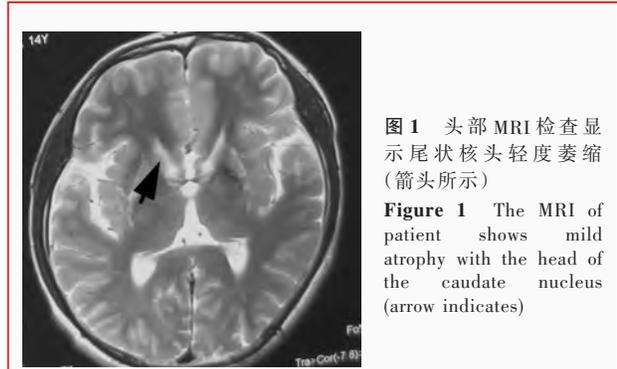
头部 MRI 检查显示尾状核头轻度萎缩(箭头所示)
